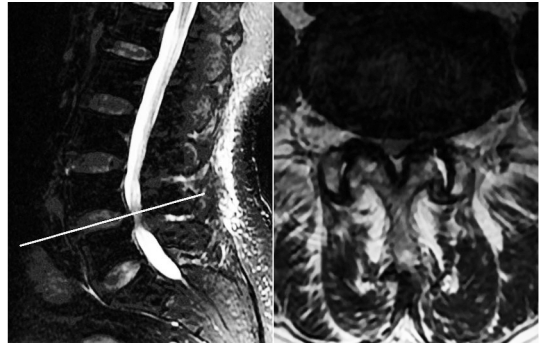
术前MRI示L<sub>4~5</sub>节段椎管狭窄
